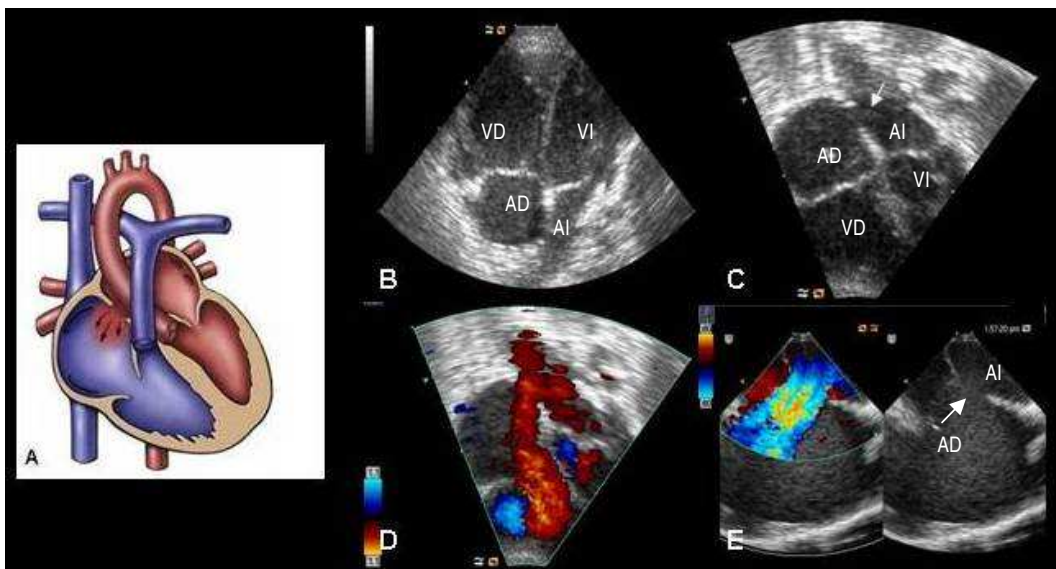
A. Localización de la CIA OS en el TIA. B ETT. Plano apical de 4 cámaras. Marcado crecimiento de cavidades derechas. C. Mismo plano apical centrado en el TIA e invertido. Se aprecia una CIA OS (flecha). D. Doppler Color. Flujo I-D a través de CIA OS sobrepasando la válvula tricúspide y penetrando en el ventrículo derecho. E. ETE. Eje de cavas. Izquierda, flujo I-D a través de la CIA que de aprecia con claridad en la imagen 2D (derecha; flecha). AD: aurícula derecha, AI: aurícula izquierda, VD: ventrículo derecho, VI: ventrículo izquierdo.
